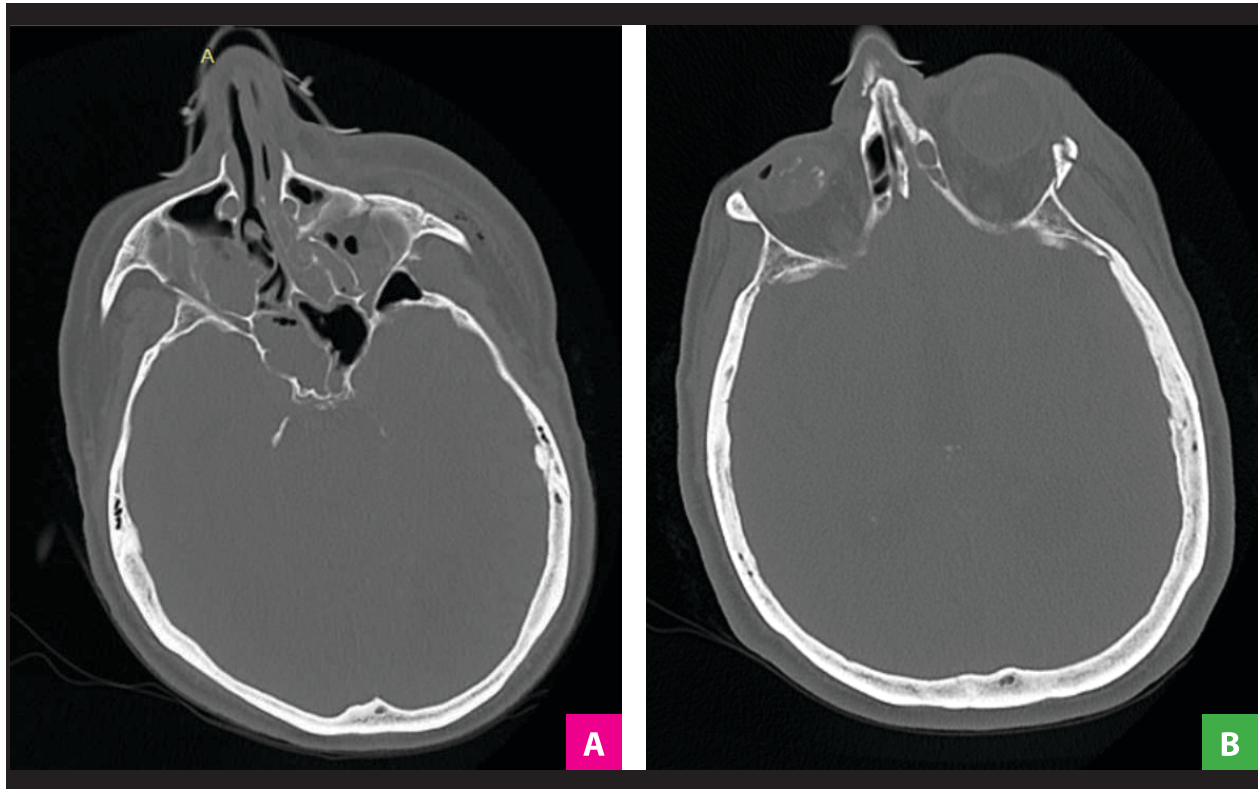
A) Tomografía cerebro – ventana ósea que muestra fractura del seno maxilar izquierdo, acompañado de hemoseno y engrosamiento del TCSC y macizo. B) Fractura de pared lateral de órbita izquierda. aguda.
